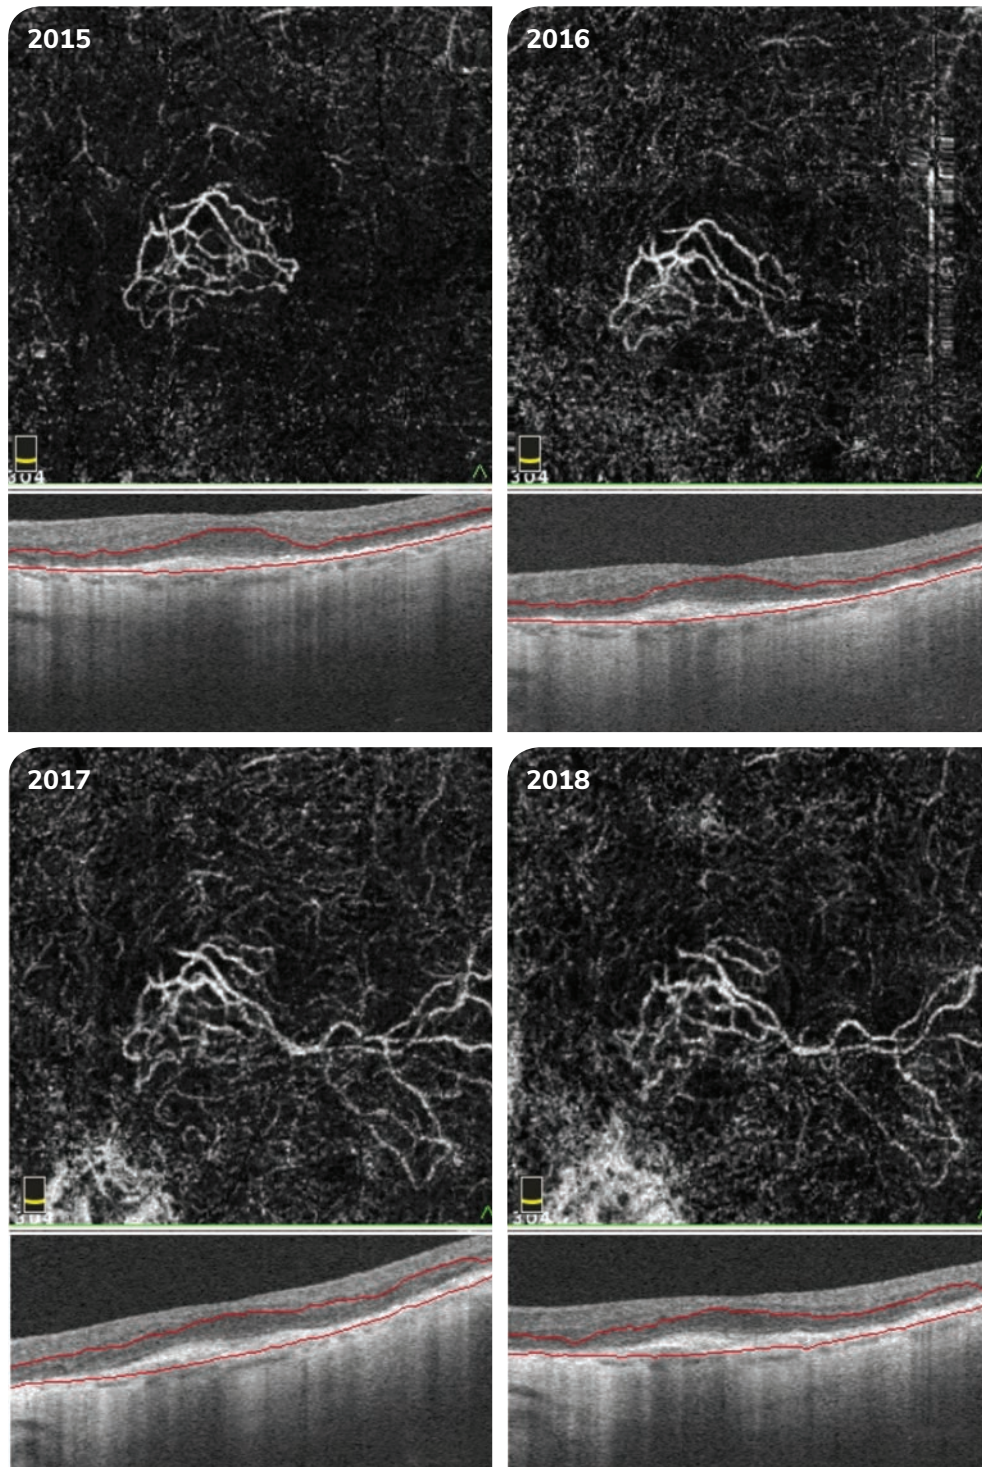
Optical cohérence tomography angiography (OCT-A) de néovaisseaux choroidiens (NVC) de Type 1 *Quiescents* dans le cadre d'une dégénérescence maculaire liée à l'âge (DMLA) de type atrophique (imagerie multimodale du patient de la Figure 3).
